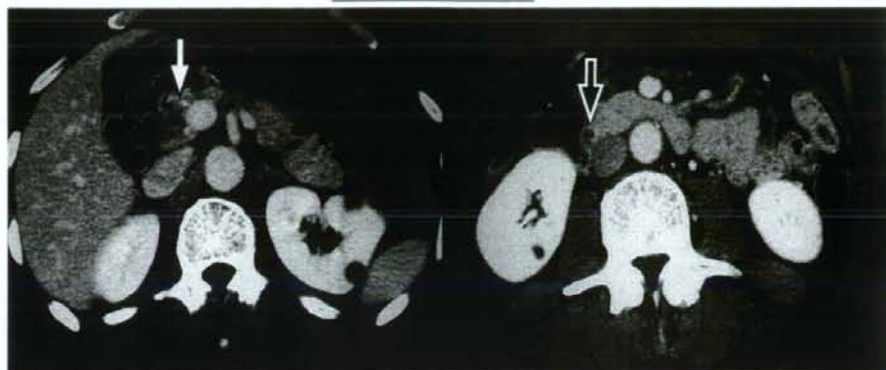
症例2: 腹部CTで胆管拡張と下部胆管に結石を認める。
